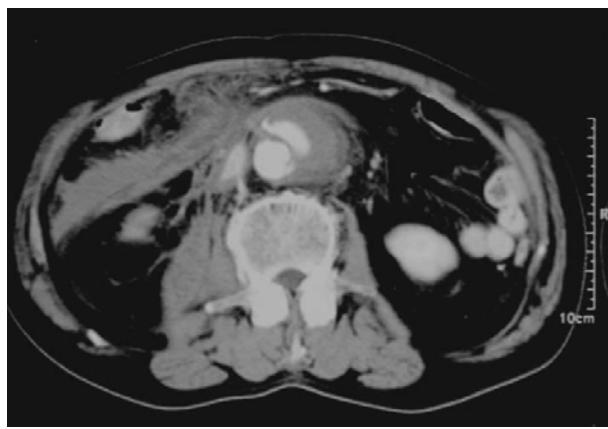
Abdominal CT scan shows segmental aneurysm with rupture involving lower abdominal aorta and large amount of hemoperitoneum.
